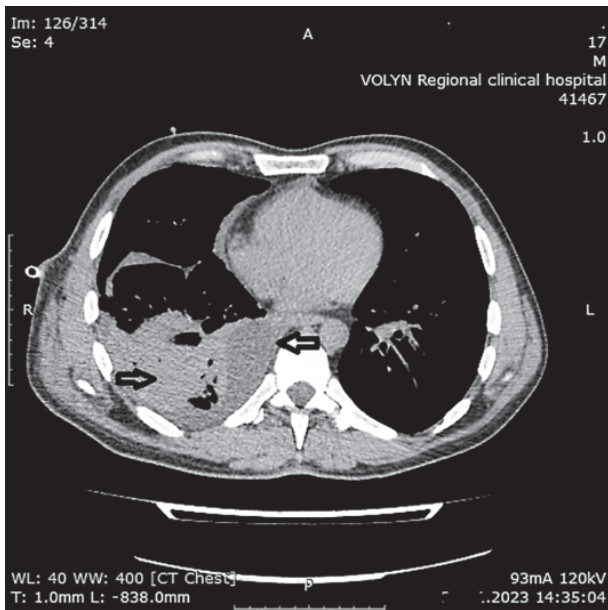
КТ ОГК на 9 добу захворювання
